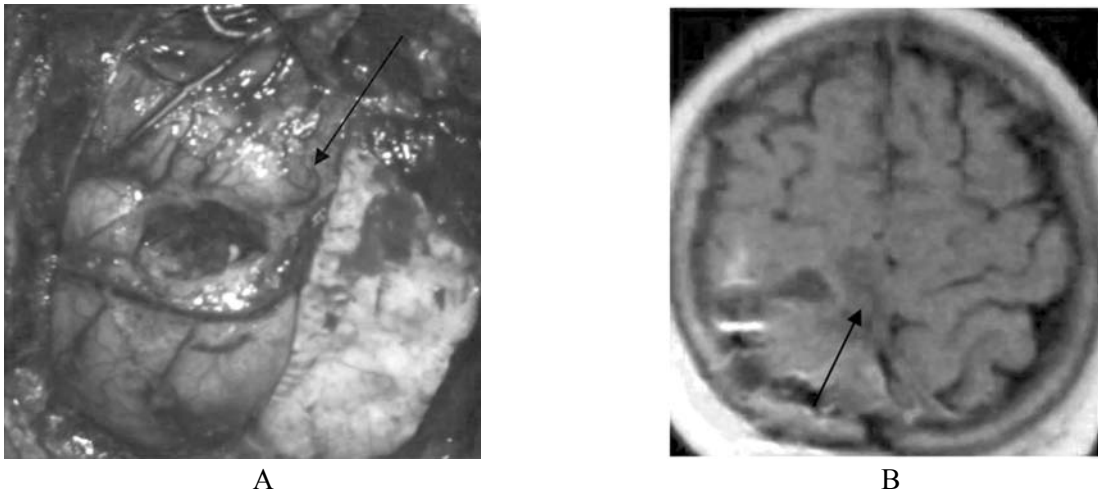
(A): Imagine intraoperatorie postablație cu păstrarea zonelor motorii (marcate cu verde). (B): Imagine IRM (inversă pentru comparare cu imaginea intraoperatorie) postablație – ablație parțială a tumorii
